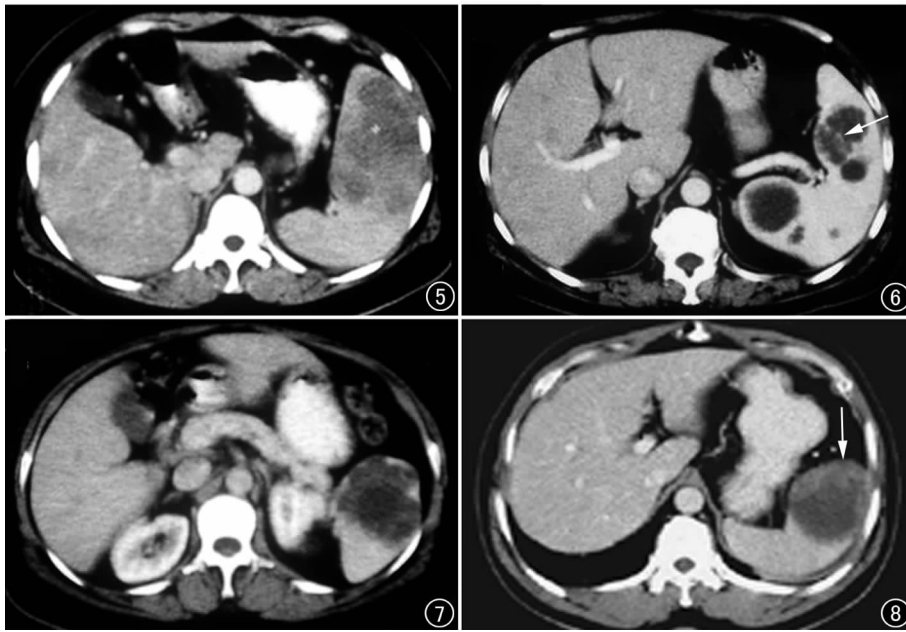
脾转移性腺癌(结肠癌术后 3 年)。CT 增强扫描示脾明显增大,其内见多个类圆形低密度灶,病灶轻度强化,部分病灶呈典型牛眼征,肝内也可见类似病灶。
